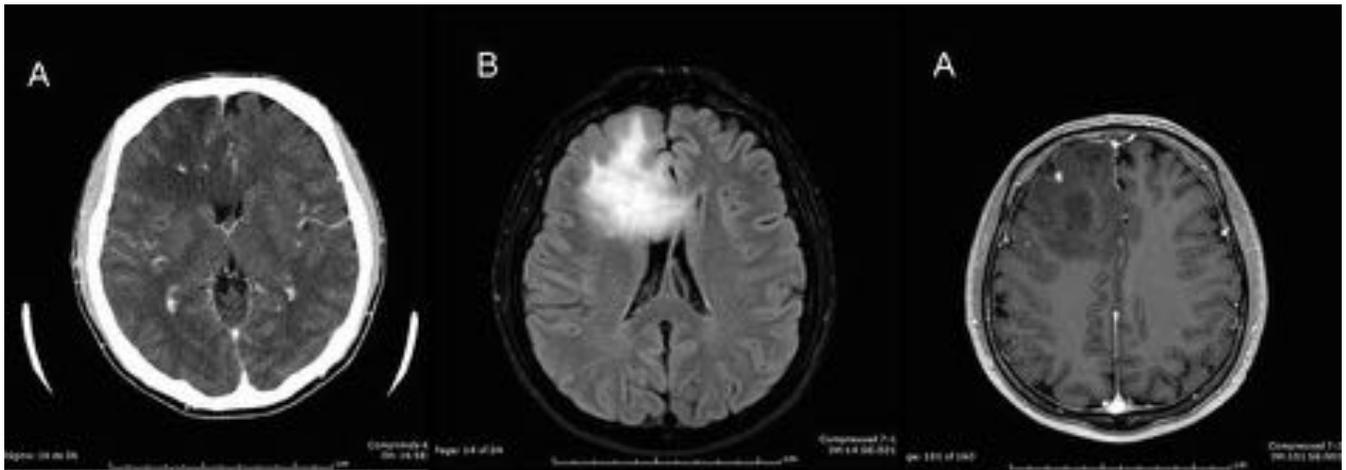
CASO 3: Oligodendroglioma grado II. (A) TC con CIV, (B) RM secuencia FLAIR, (C) RM secuencia T1 con Gadolinio iv
